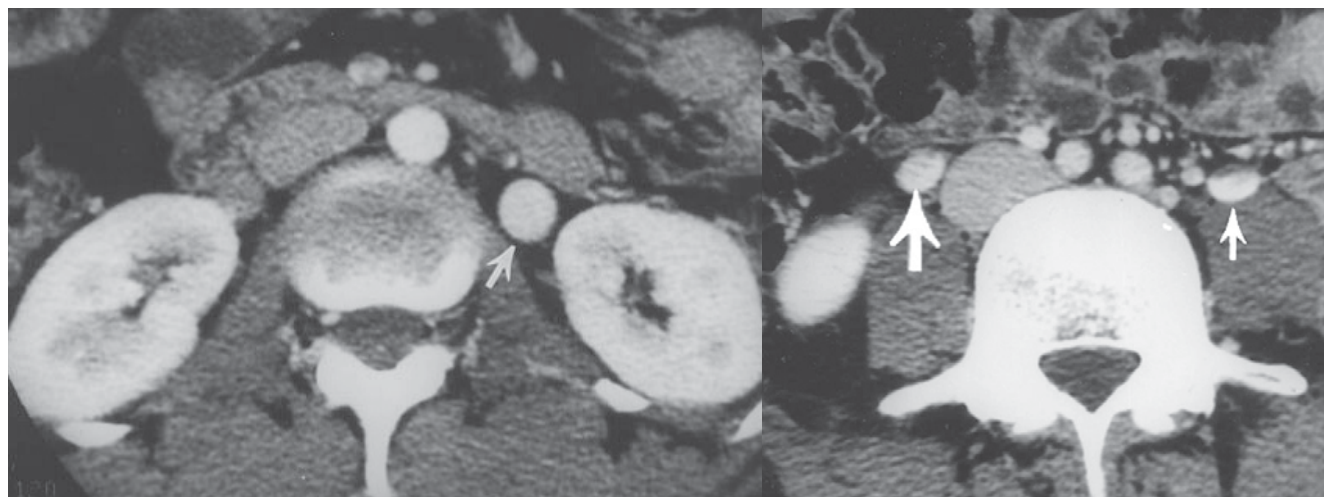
CT angiography (the arrow shows the varicose ovarian veins) [15]
